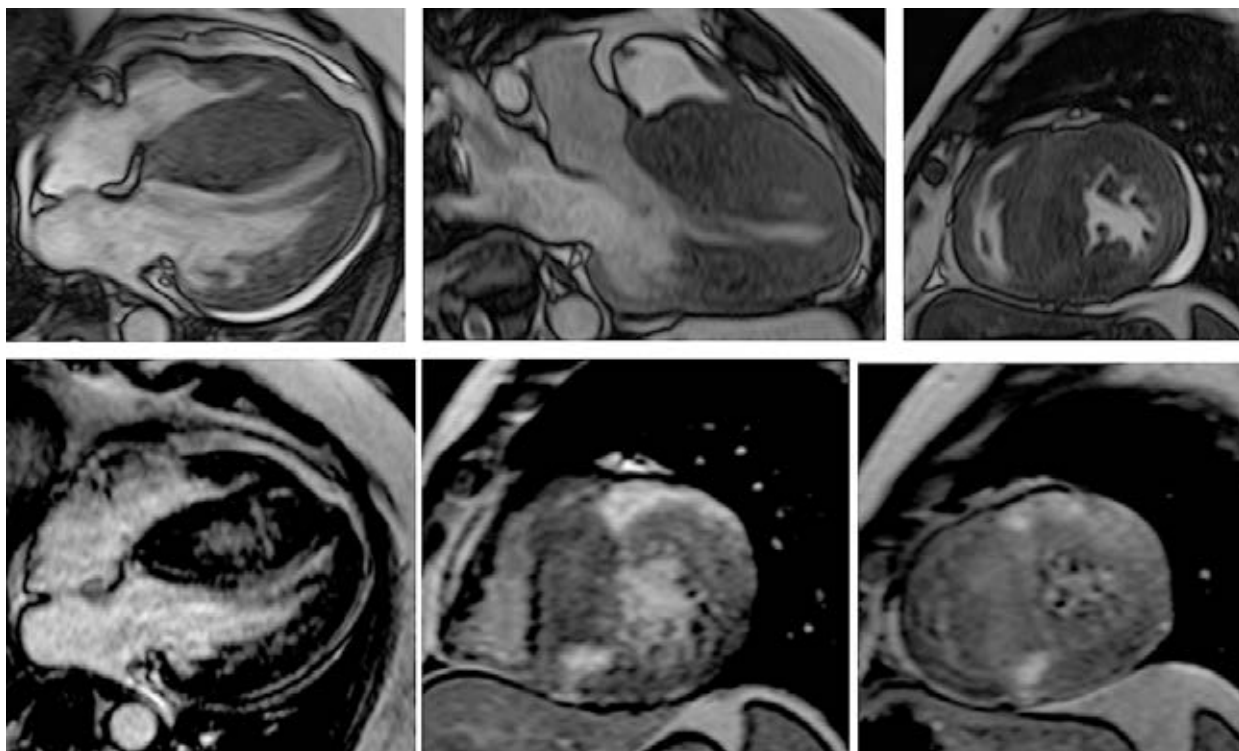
МРТ пациента с ГКМП — асимметричная гипертрофия МЖП до 15 мм, сочетанное разволокнение передней, боковой стенок с формированием двухслойной структуры, истончением компактного слоя до 4 мм, толщина некомпактного слоя до 7 мм; выраженный фиброз утолщенных сегментов по данным постконтрастных DE-PSIR. Длина хорд МК равно увеличена при относительно небольшой полости ЛЖ, створки гипермобильны
